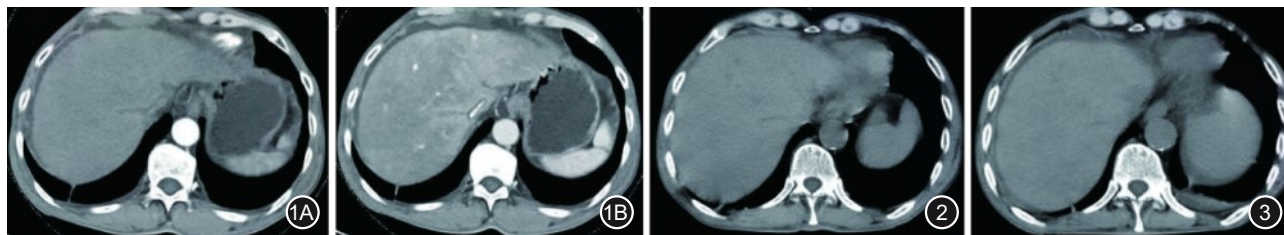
入院腹部增强CT检查图片(2022年6月14日) 1A.肝脏动脉期低强化;1B.门脉期呈“花斑样”强化,肝静脉纤细无造影剂充盈,肝静脉周边明显强化呈典型“三叶草”样改变 图2 复查腹盆腔CT示腹水明显减少(2022年7月11日) 图3 复查腹盆腔CT示腹腔少量积液(2022年8月6日)
